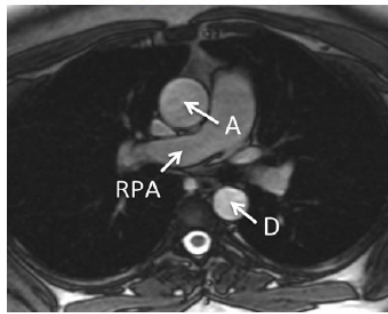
MRI of the thoracic aorta - axial slice at the level of the right pulmonary artery.
